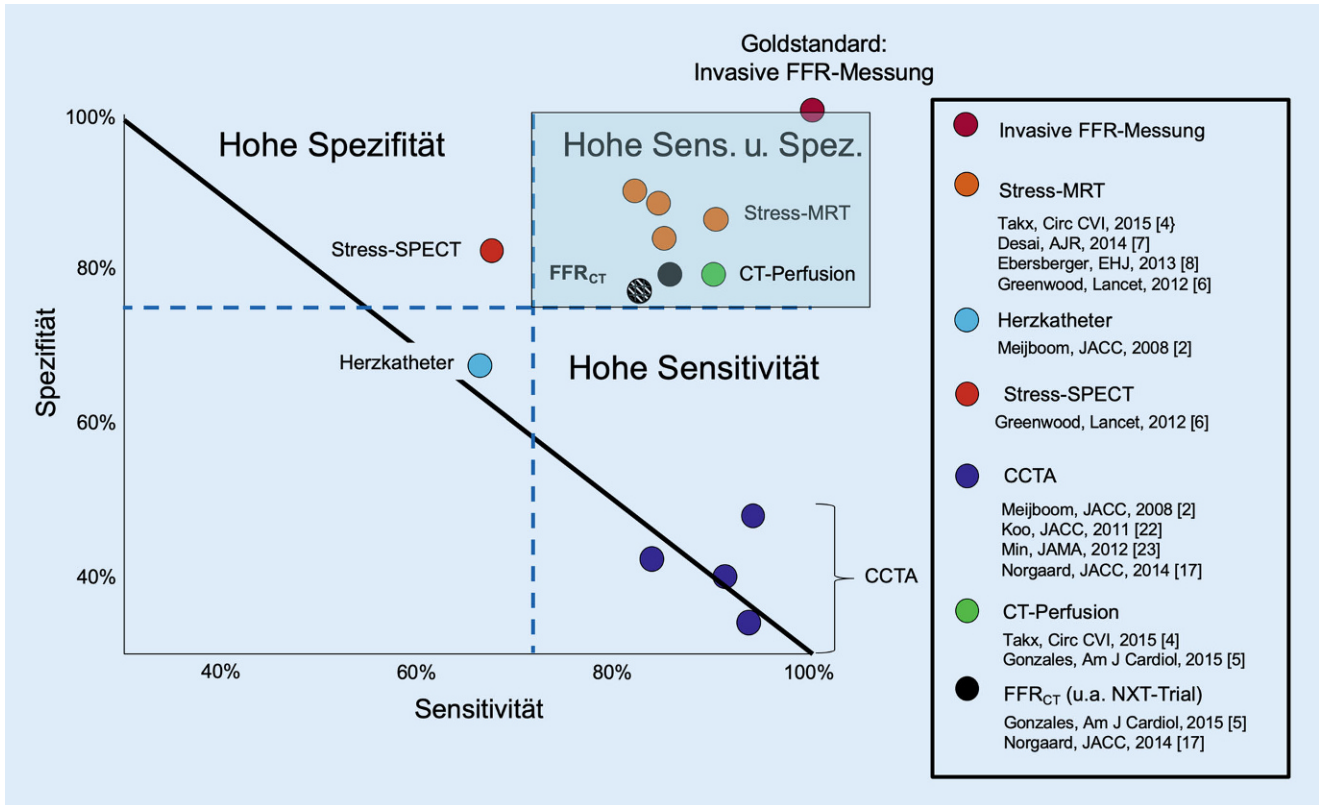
▲ Übersicht der Sensitivitäten und Spezifitäten verschiedener bildgebender Verfahren im Vergleich zum Goldstandard der invasiven FFR (fraktionale Flussreserve)-Messung. Beachte, dass die limitierte Spezifität der koronaren Computertomographie-Angiographie („coronary computed tomography angiography“, CCTA) durch Verwendung von ischämienachweisenden Verfahren wie Stress-MRT (Magnetresonanztomographie) oder CT-Perfusion, aber auch FFR_{CT} („CT-derived FFR“) verbessert werden kann (SPECT „single photon emission computed tomography“). (Mod. n. [9, 17])
